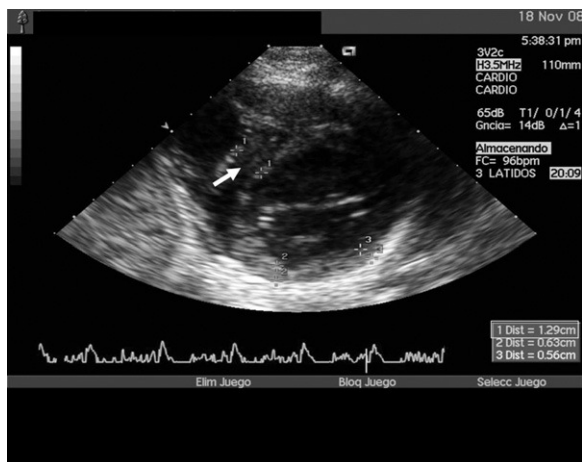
Ecocardiograma. Engrosamiento del septo basal.
